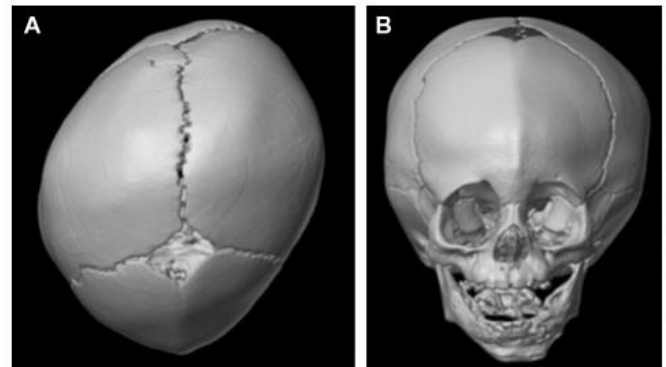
Three-dimensional computed tomography reconstruction of metopic craniostenosis. (A) Bird's eye view (forehead oriented down) demonstrating trigonocephaly. Note the superimposed right positional plagiocephaly. (B) Anterior view demonstrating bitemporal narrowing and hypotelorism.
